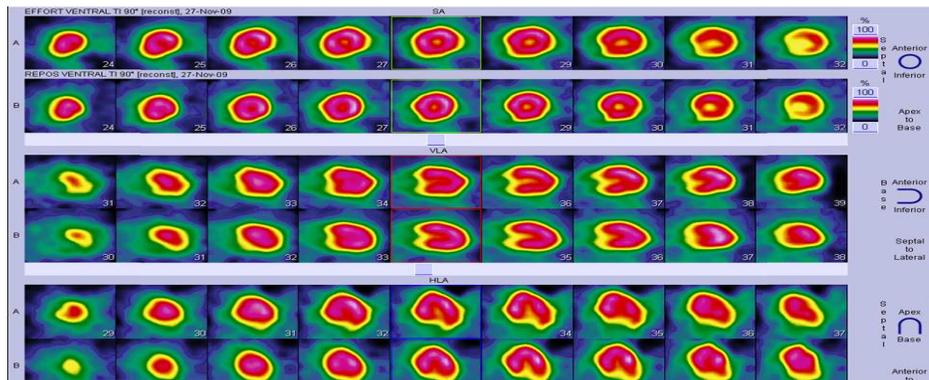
Exemple de scintigraphie cardiaque normale ¹⁰.
